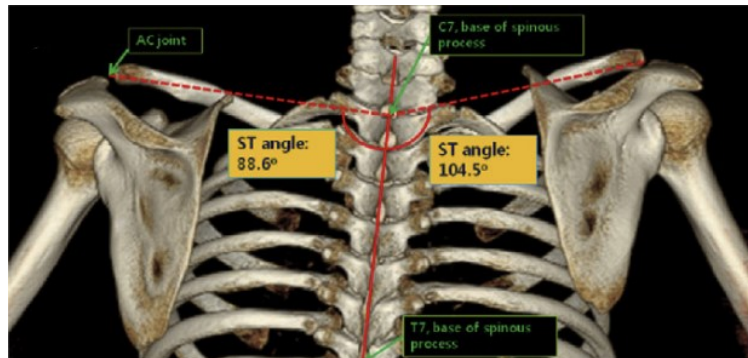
3-dimensional wing computer tomography, ST-Winkel (41) (bearbeitet)
